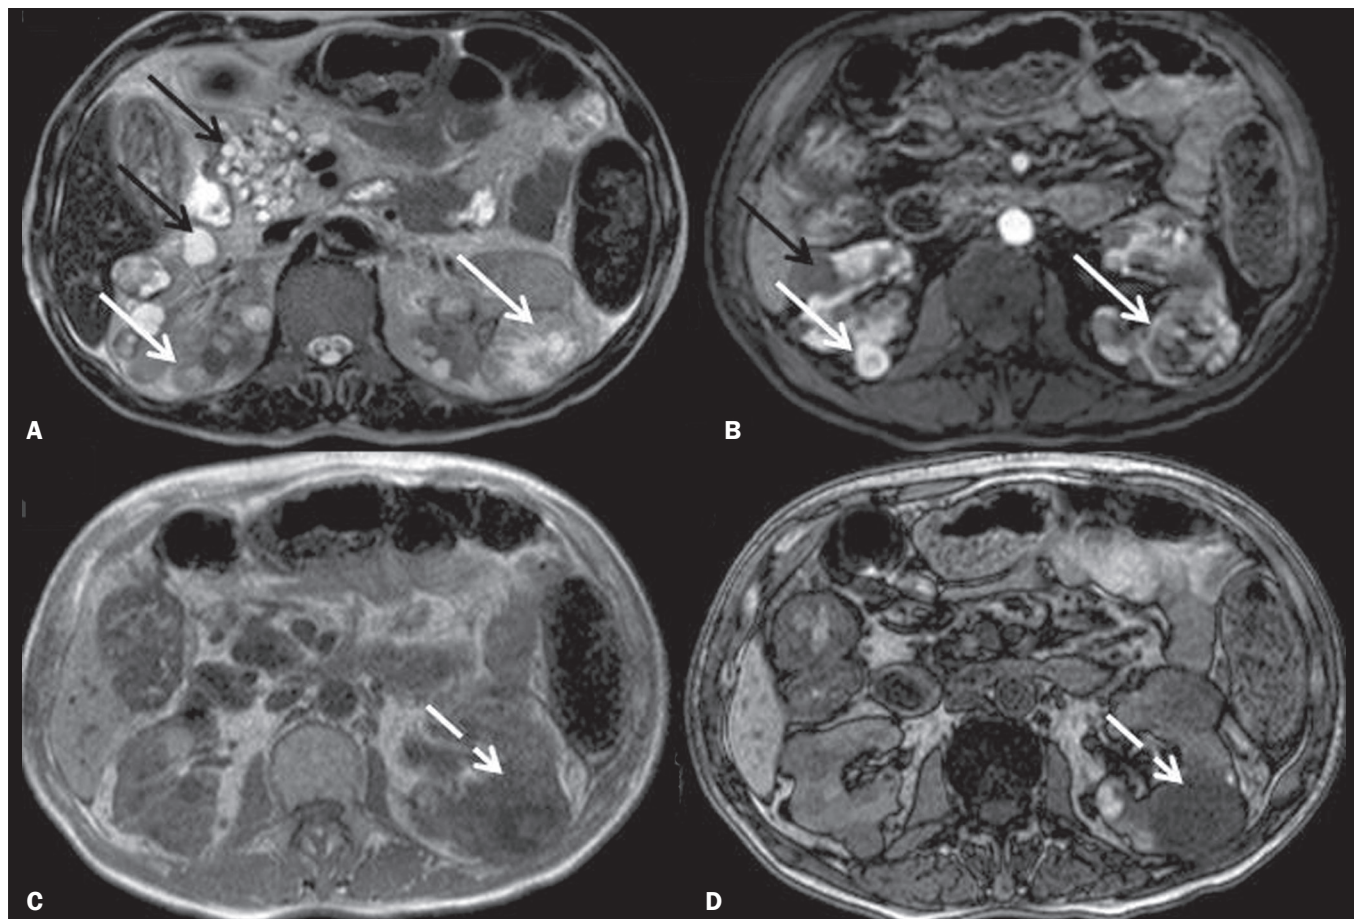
RM axial, seqüências ponderadas em T2 (A), T1 fase corticomedular (B), T1 GE em fase (C) e fora de fase (D) demonstrando múltiplos cistos pancreáticos em ambos os rins (setas pretas), alguns com componente hemático/hiperproteico e nódulos sólidos hipervascularizados e heterogêneos (setas brancas contínuas), com iso/hipersinal em T2. No nódulo do rim esquerdo nota-se queda de sinal nas seqüências fora de fase (seta branca tracejada), traduzindo a presença de gordura microscópica. O conjunto dos achados é característico de CCRs de células claras em paciente com síndrome de VHL.
